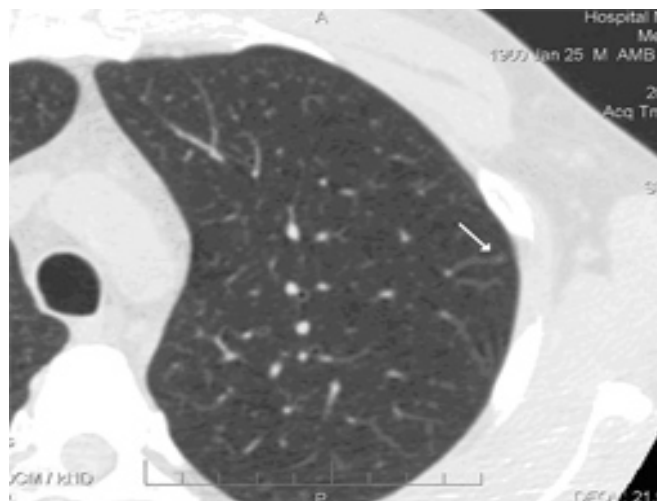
Мультиконтрастная компьютерная томограмма легких высокого разрешения больного Б. (45 лет, СД 1 типа, тяжелой степени тяжести, диабетическая ретинопатия 3 ст., полинейропатия; длительность заболевания - 33 года): стрелка - утолщение междольковой перегородки, расположенной в аксиллярном субсегменте паренхимы легких
